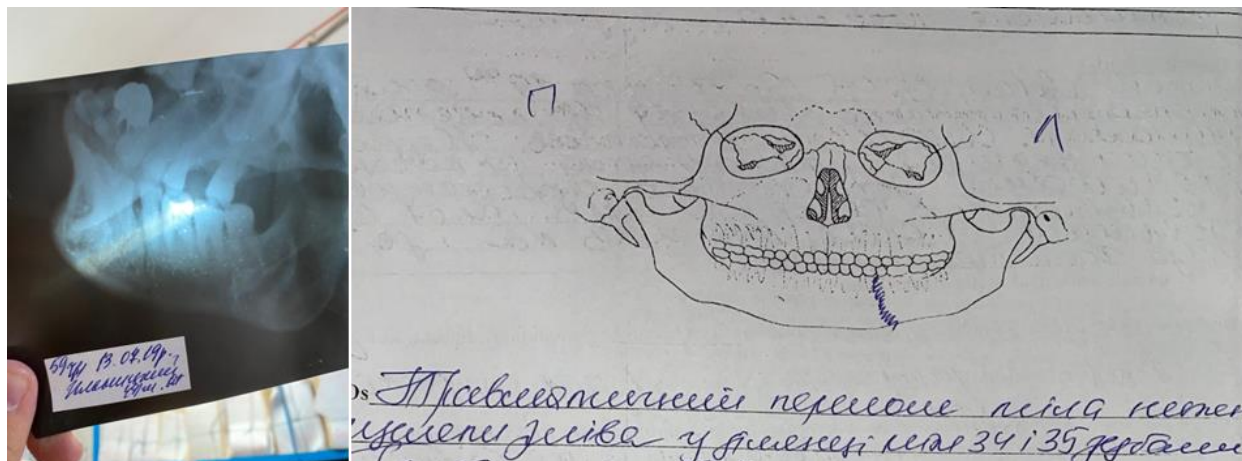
Рентгенологічний знімок та медична документація пацієнта І., 46 р., і/хв. №10452. Діагноз: травматичний перелом НЩ в ділянці 34, 35 зубів без зміщення (II тип за класифікацією Samson)
